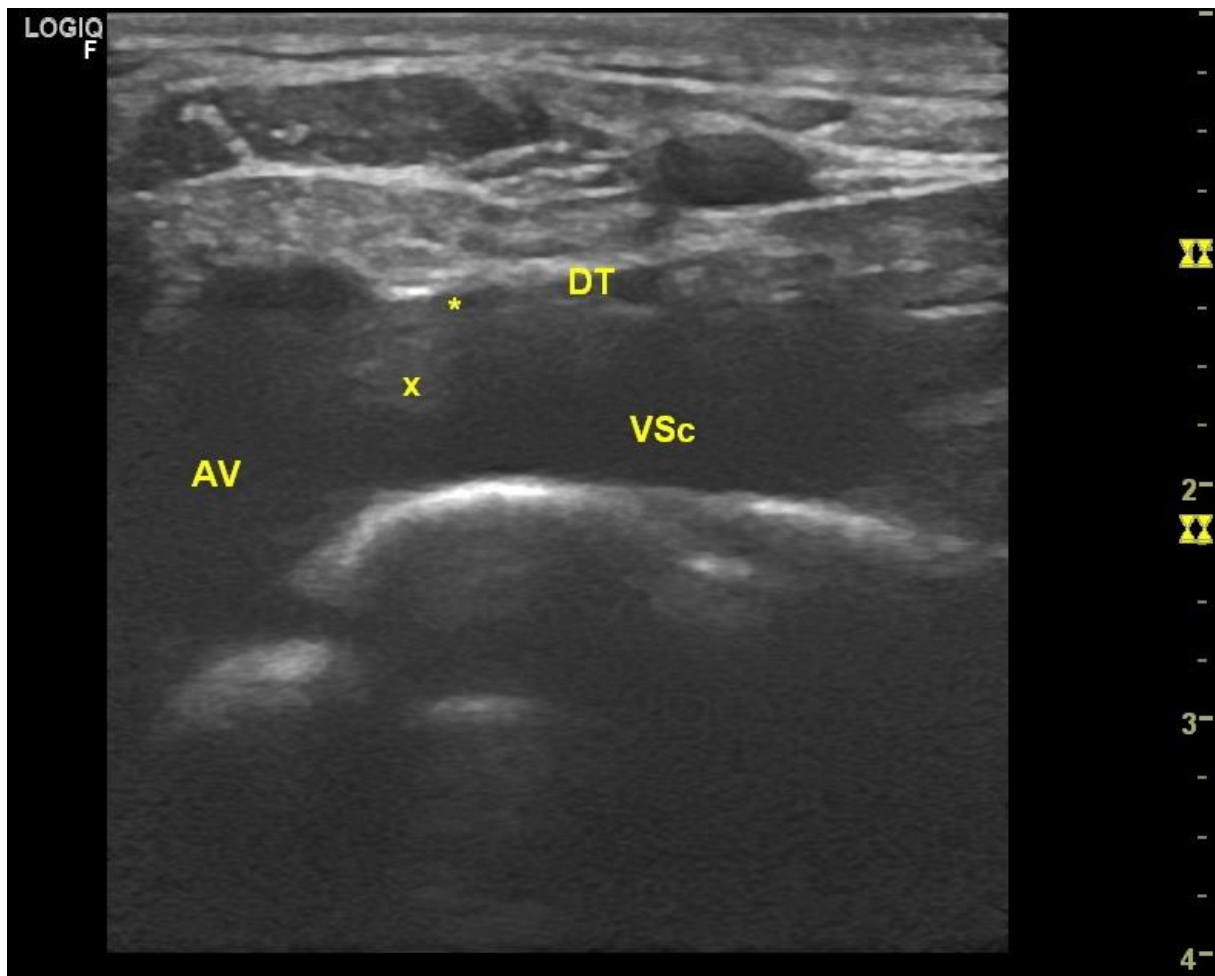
Obraz ultrasonograficzny ujścia przewodu piersiowego. Widoczna zastawka chłonno żylna i kolejna zastawka na przebiegu przewodu piersiowego. DT - przewód piersiowy; VJI - żyła szyjna wewnętrzna; X - zastawka chłonno-żylna; gwiazdka - druga zastawka przewodu piersiowego. Materiał własny.
